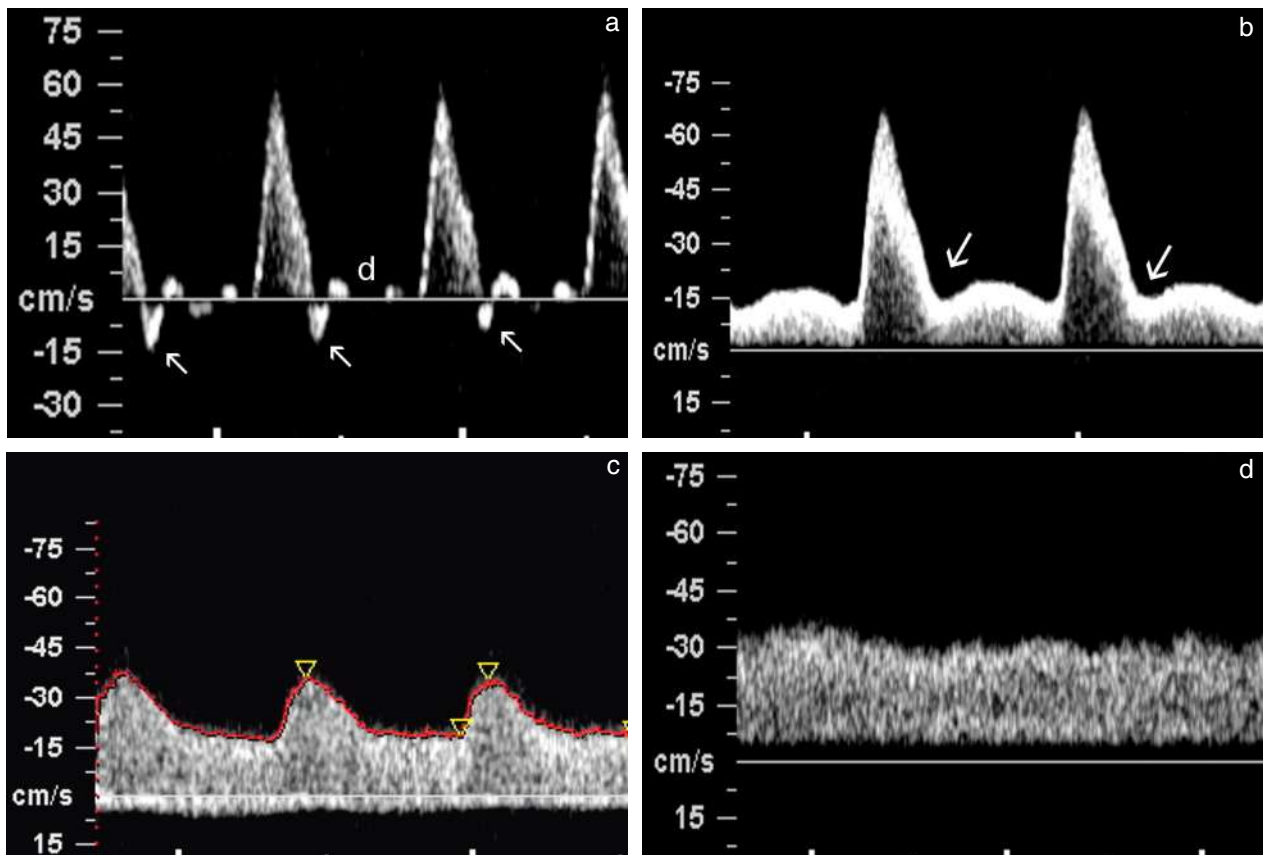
Spectre Doppler. a et b. Flux laminaire artériel : en a, haute résistance avec diastole nulle (d) et reverse flow (→); en b, moyenne résistance avec « notch » (→). c. Flux turbulent artériel, basse résistance. d. Flux veineux.
